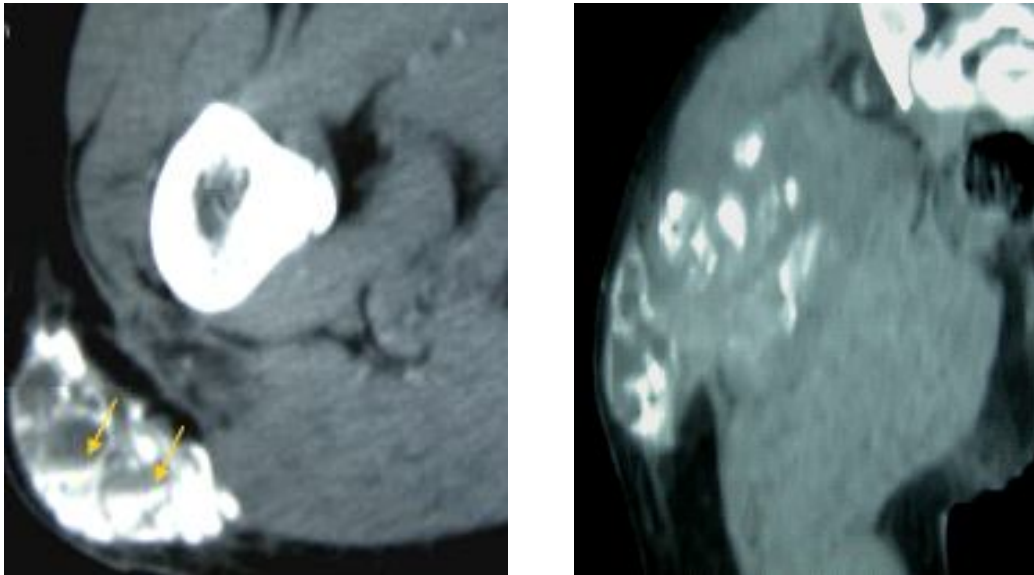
TDM de la hanche droite objectivant la présence d'une masse des parties molles , de densité calcique , hétérogène, comportant des logettes kystiques ainsi qu'un niveau horizontal de sédiments calciques
